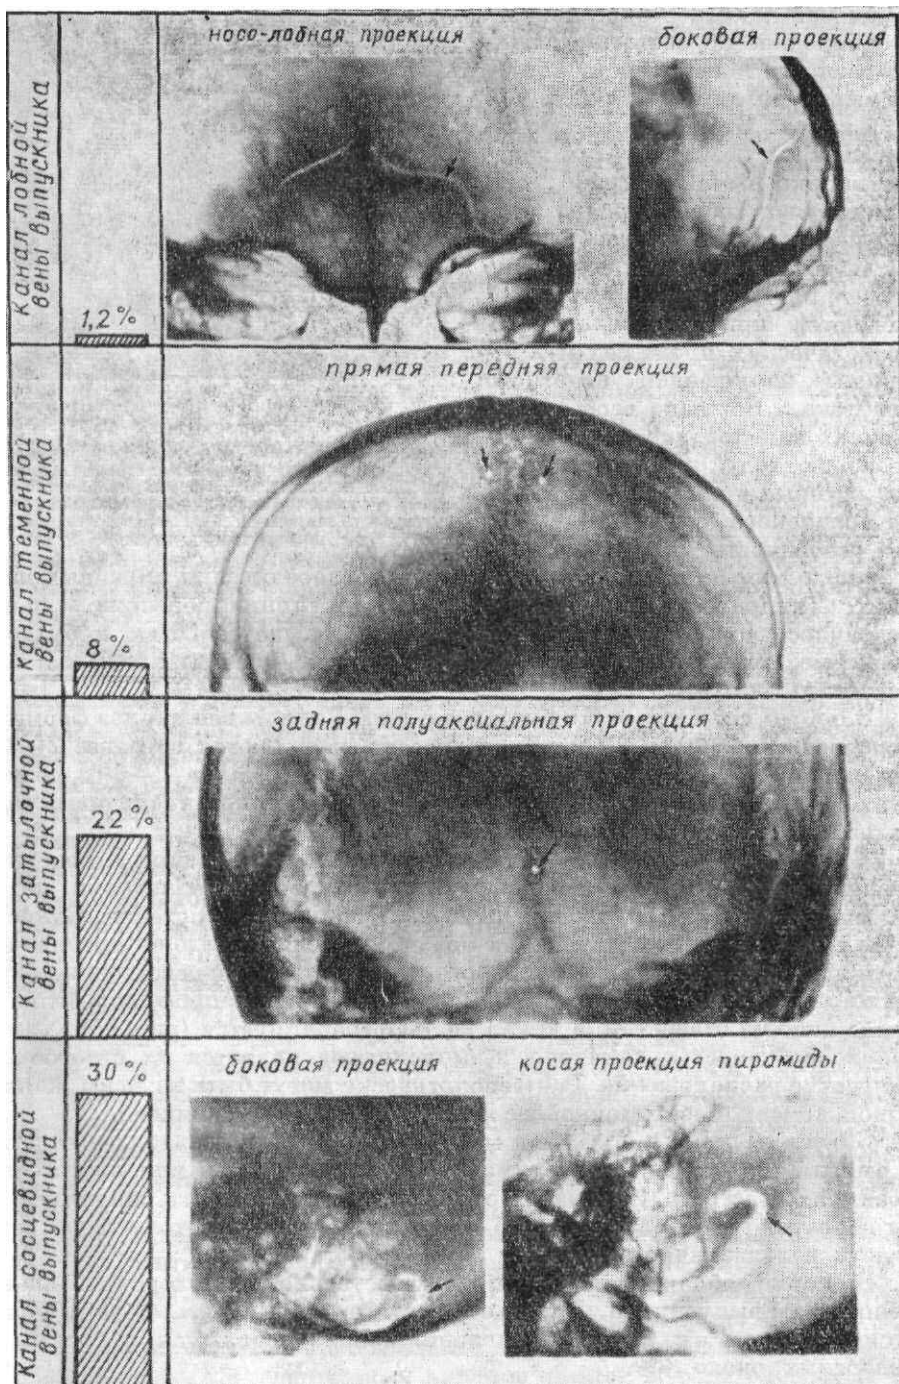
Частота выявления (в процентах) каналов вен-выпускников. На рентгенограммах каналы вен-выпускников и отверстия обозначены стрелками.
